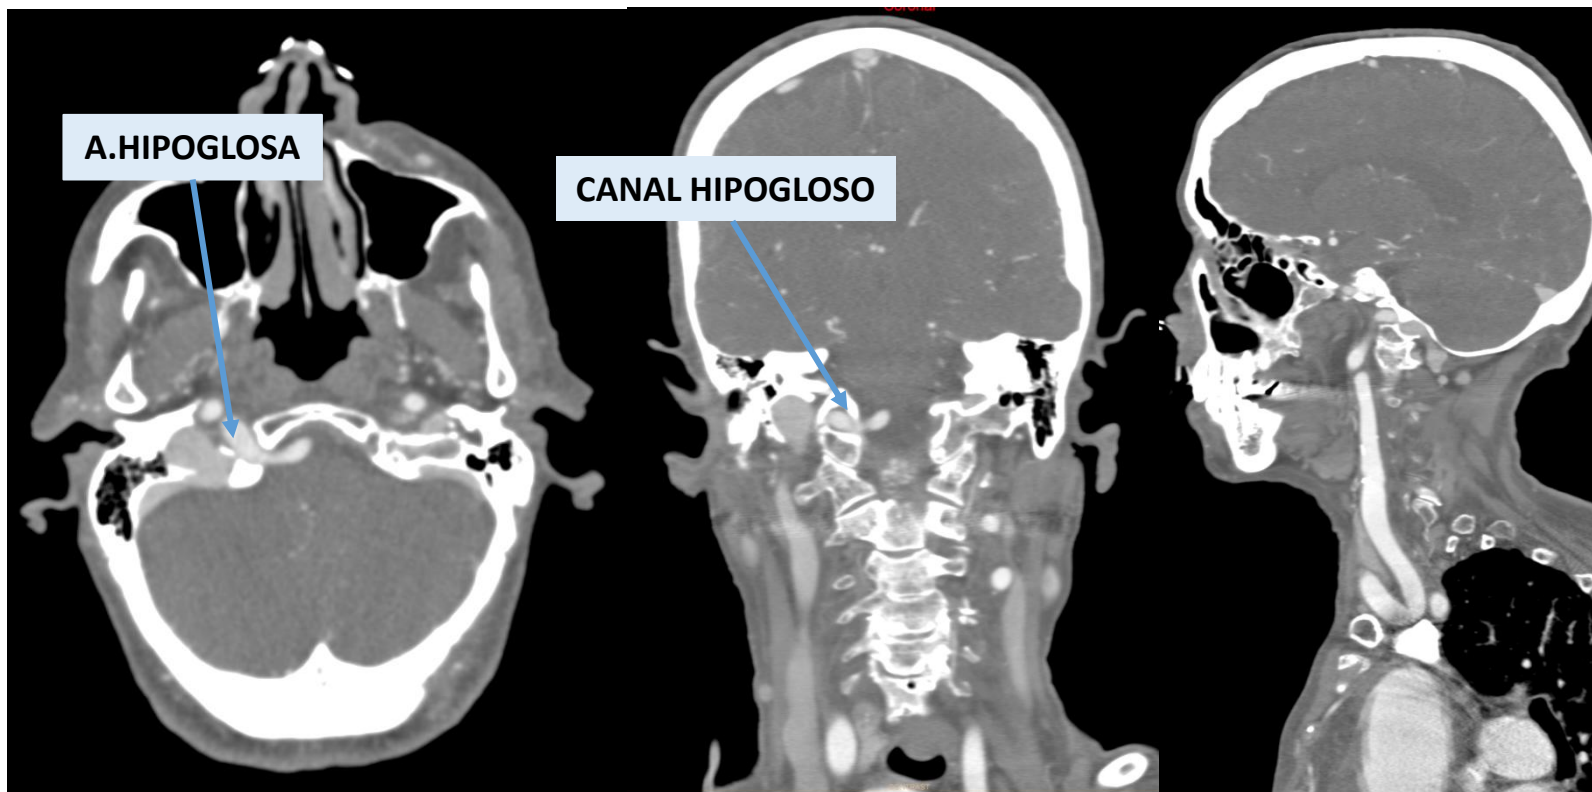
(Angio-TC): Se identifica una arteria hipoglosa persistente que se origina de la arteria carótida interna cervical derecha.
